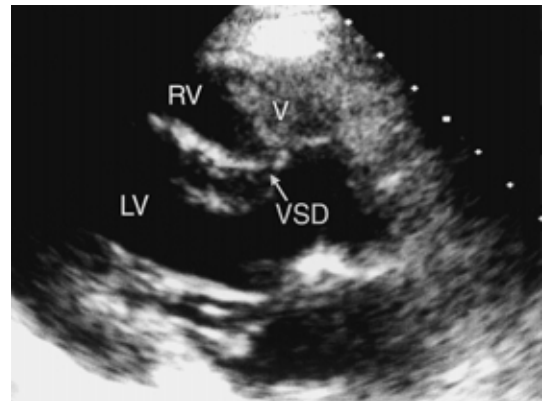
Echocardiograms showing a vegetation echo image in the right ventricle. VSD = ventricular septal defect, RA = right atrium, RV = right ventricle, LV = left ventricle, V = vegetation
